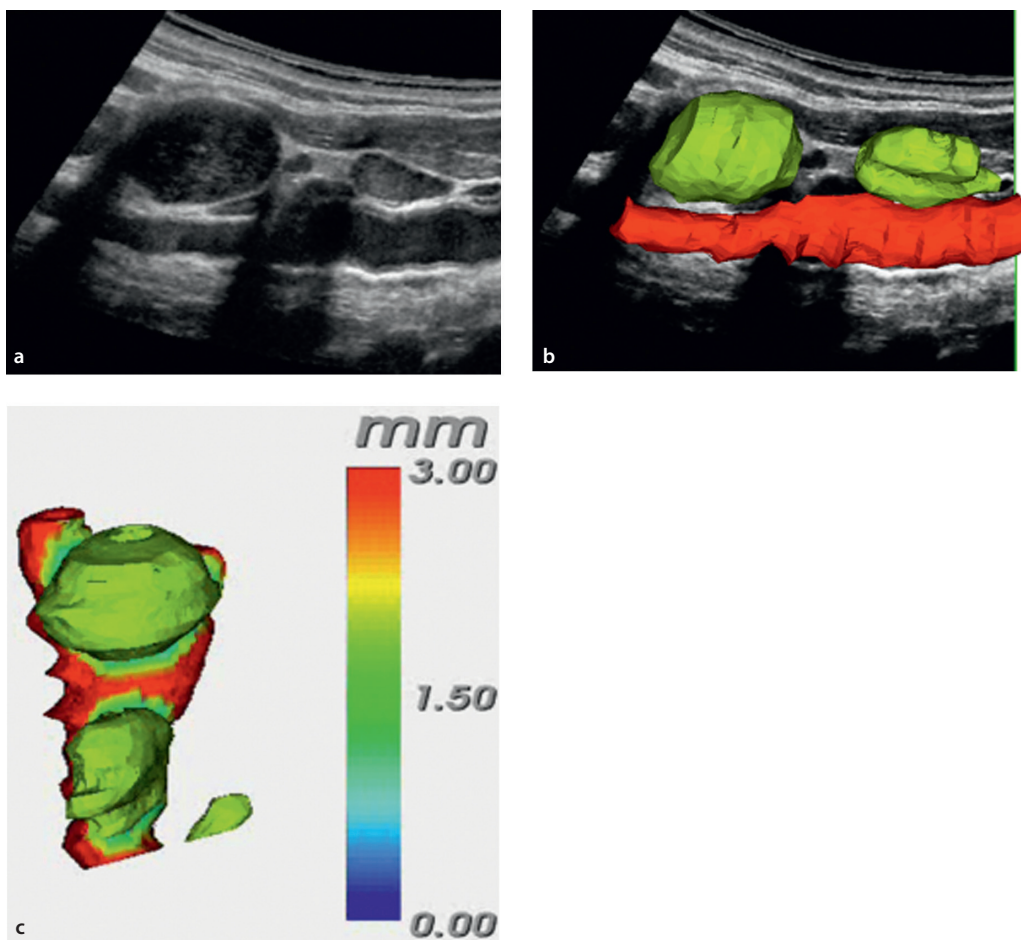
Трехмерное УЗИ шеи. (Фотография приводится с разрешения профессора J.E.Meuer (Гамбург), R.Sandkühler, D.Sandkühler, M.Overhoff (рабочая группа отделения электрической инженерии и прикладных естественных наук Вестфальского университета, Гельзенкирхен), J.E.Meuer из клиники ЛОР-болезней (клиника АСКЛЕПИОС св. Георга в Гамбурге).)
